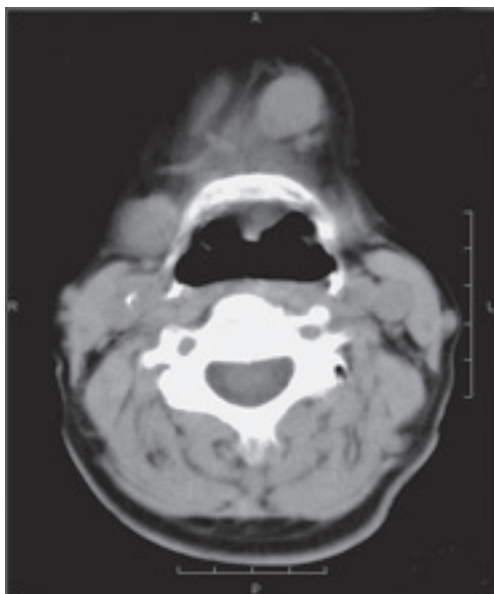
Cervical CT revealing an isolated enlarged left submental lymph node measuring 17 mm in diameter.
